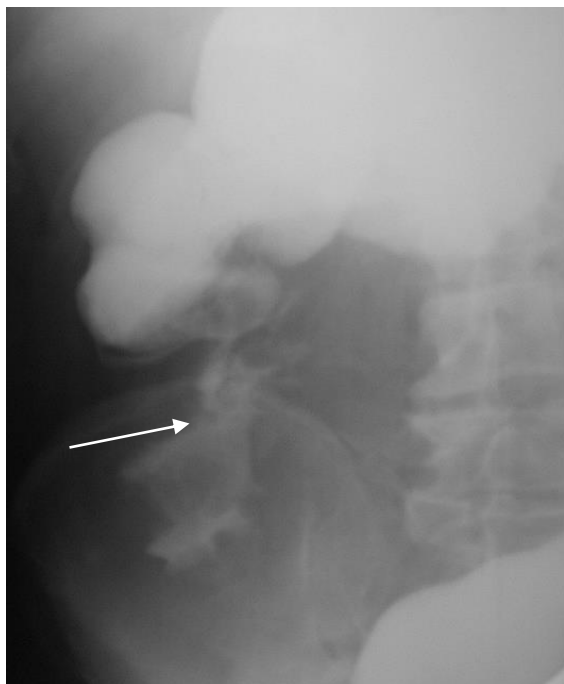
Прицельная рентгенограмма толстой кишки в прямой проекции (тугое контрастирование сульфатом бария). В области слепой кишки с распространением на восходящую кишку определяется циркулярный дефект наполнения с неровными контурами, суживающий просвет кишки (стрелка). Рак толстой кишки с вовлечением слепой и дистального отдела восходящей ободочной кишки
